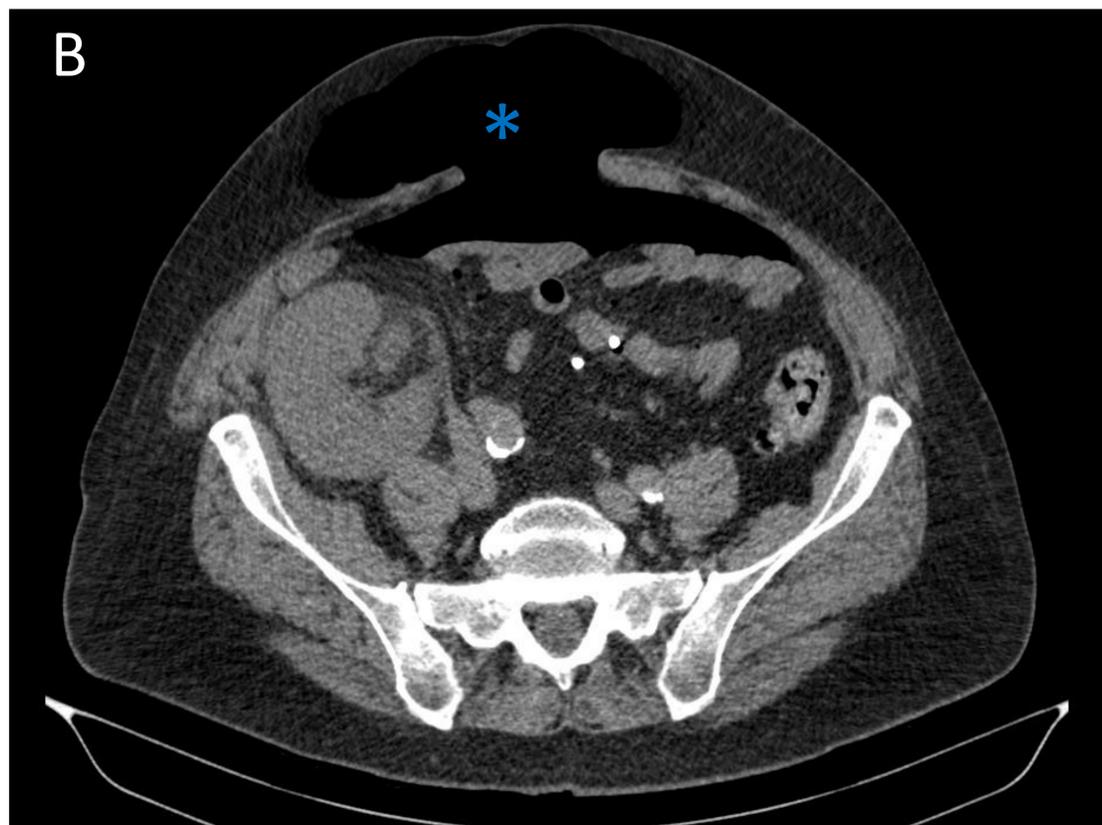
A. Corte sagital de la eventración (dos sacos herniarios) en la TC de diagnóstico inicial. Cortes axial (B), sagital (C) y reconstrucción volumétrica sagital (D) de la TC del neumoperitoneo. Se observa una reintroducción de todo el contenido herniado en el interior de la cavidad abdominal con sacos herniarios completamente ocupados por aire (asteriscos)
